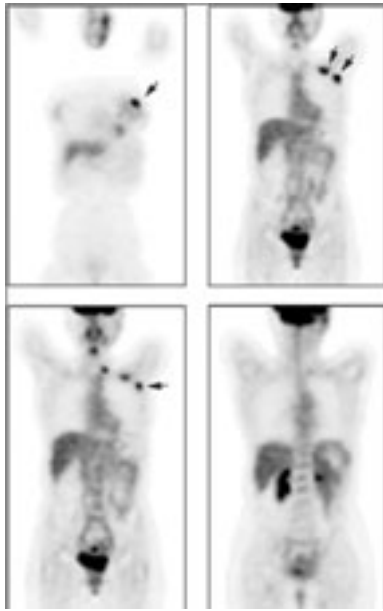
Reestadificación posterior a radio y quimioterapia. Mamograma y resonancia magnética nuclear de axila negativos. En la mama izquierda, PET revela recurrencia tumoral no sospechada, y ganglios positivos supraclaviculares en la axila izquierda. Tomado de Czernin J, Phelps ME. *Annu Rev Med* 2002;53:89-112.
